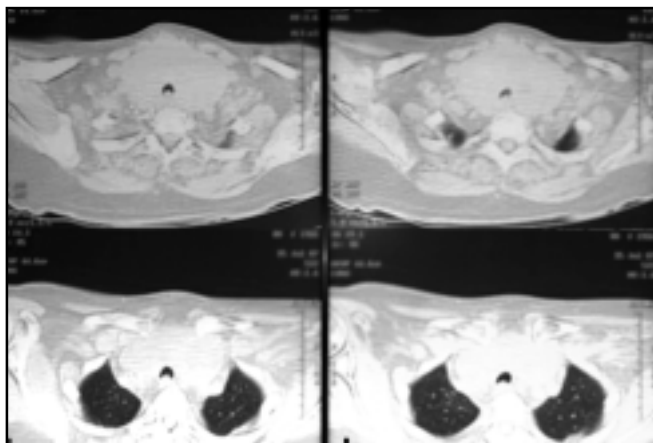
TC de cuello. Gran masa tiroidea endotorácica que engloba tráquea y esófago.
